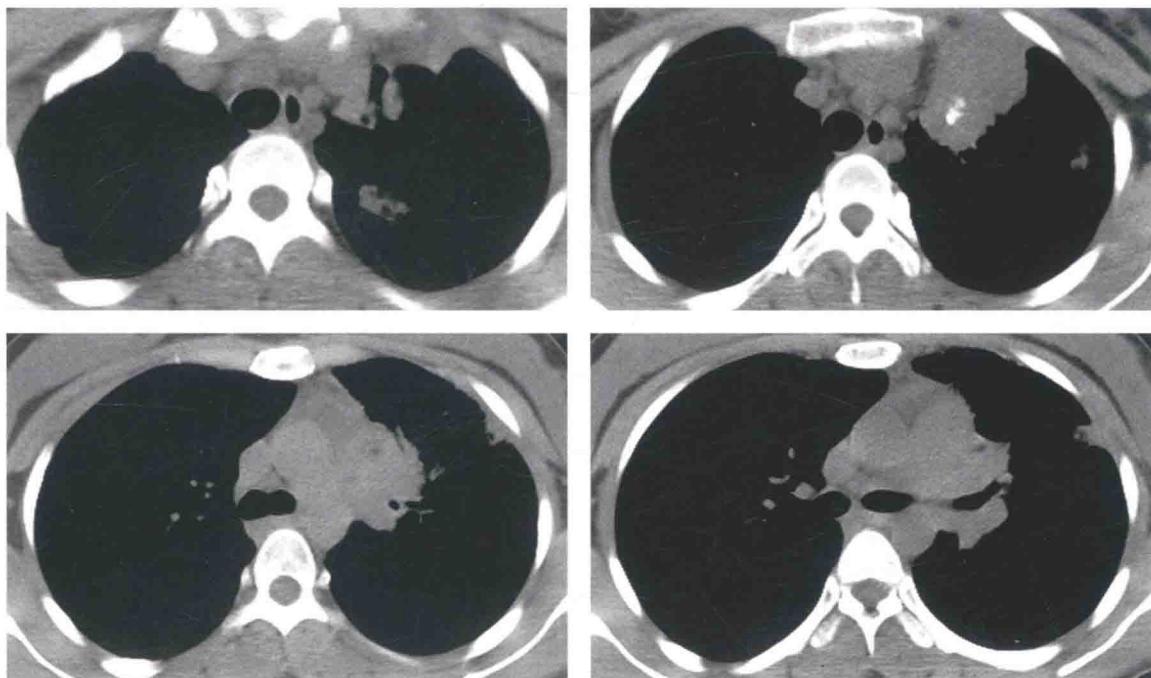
胸部 CT 纵隔窗图像 (2013-07-04)
